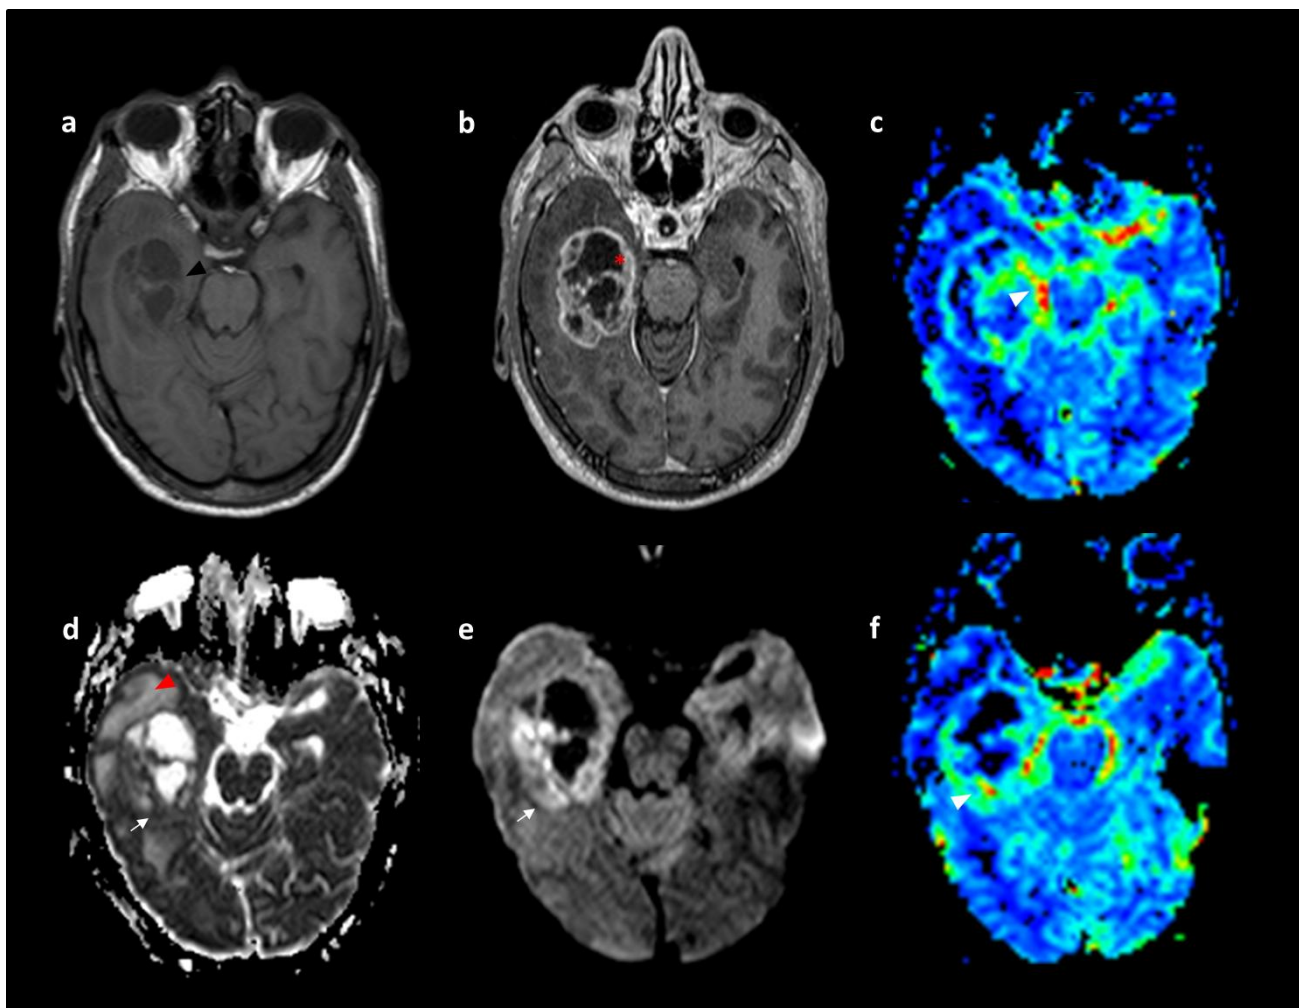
Patrons de realçament en T1-Gd, comportament en DWI i PWI en un cas de GB. (a) Seqüència T1-TSE, (b) T1-Gd, (c i f) mapes de rCBV, (d) ADC (e) DWI (b 1000). S'observa una lesió amb captació perifèrica de contrast (asterisc vermell) i captació en anell de gruix > 3mm (asterisc vermell). Les àrees isointenses en T1-TSE descarten que es tracti de component hemorràgic (cap de fletxa negra). La tumoració presenta focus de restricció en DWI (fletxes blanques), amb hiperintensitat a DWI i hipointensitat al mapa d'ADC. La LNCC mostra àrees de difusió facilitada (cap de fletxa vermell, hipointensitat en b1000 i hiperintensitat en ADC) atribuïble a component edematós. S'identifiquen alguns valors elevats en els mapes de PWI atribuïble a component angiogènec (caps de fletxa blancs) (*Elaboració pròpia*).
